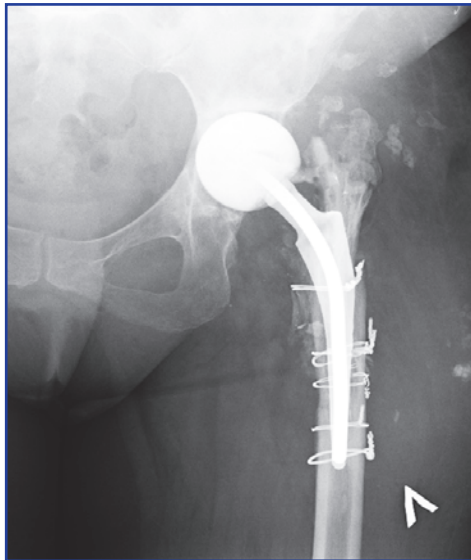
Рентгенограма лівого КС хворої К., артикулюючий цементно-антибіотиковий спейсер II покоління лівого КС. Дефект дна вертлюжної западини 2А за Paprosky та за класифікацією AAOS тип 2
